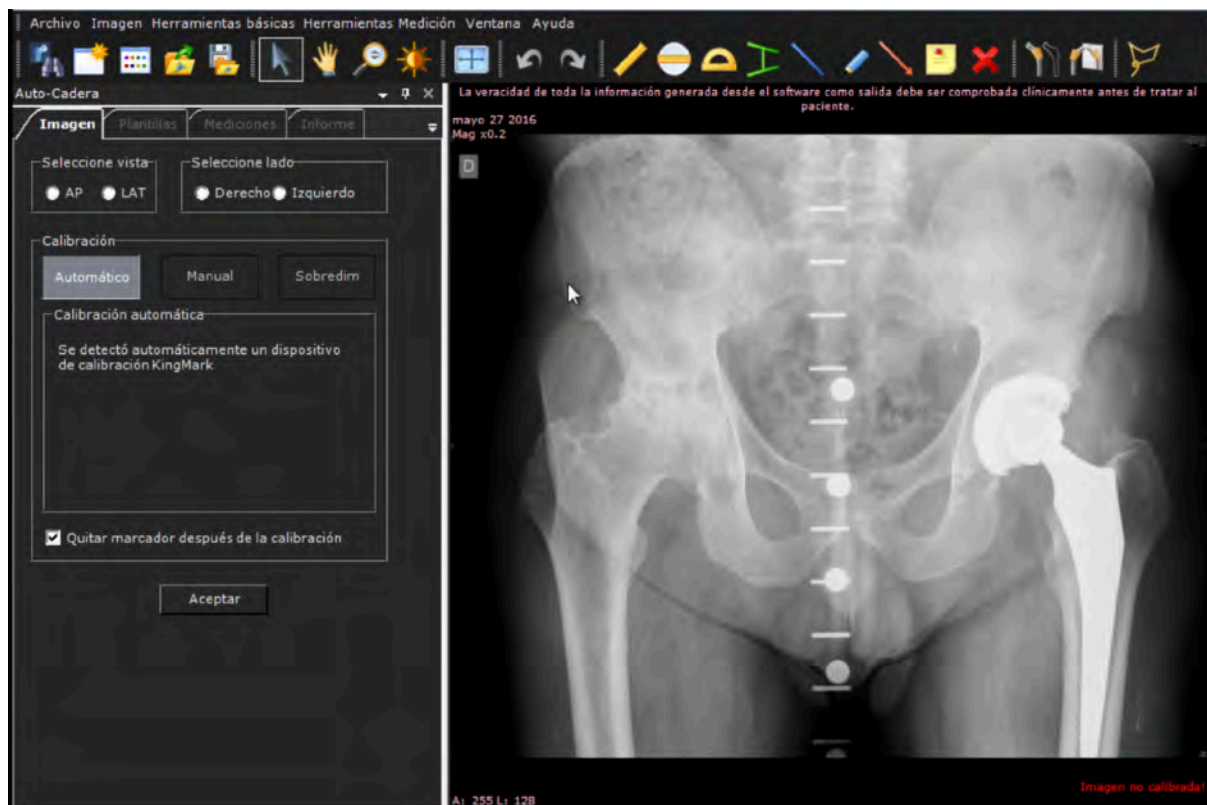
Importación de la radiografía preoperatoria y establecimiento automático de la calibración mediante el dispositivo de doble marcador KingMark™.
